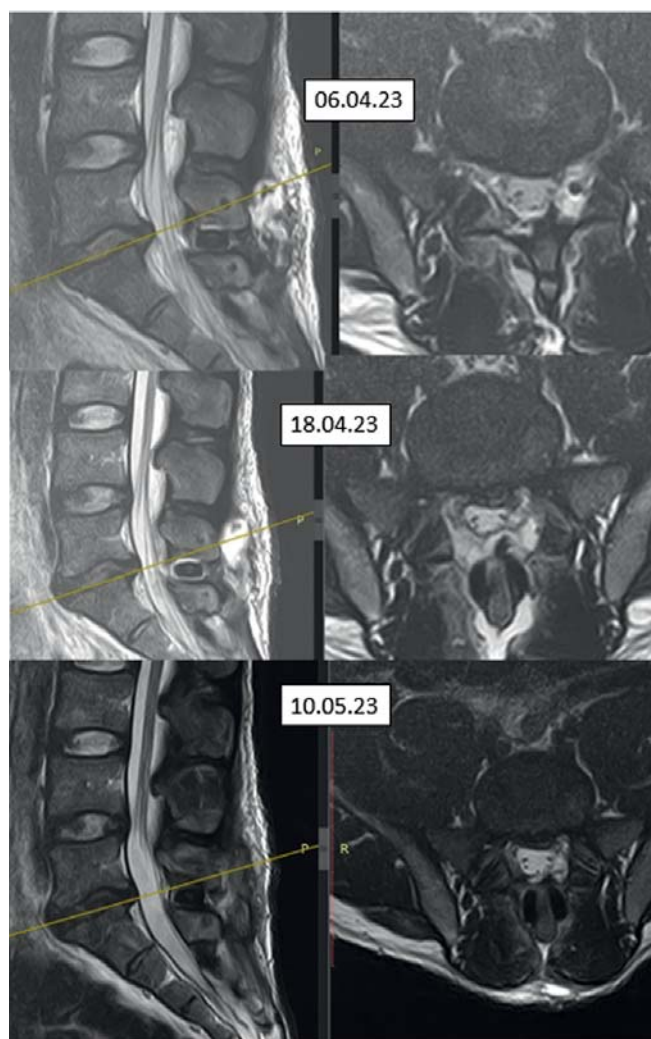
Сагиттальный и аксиальный срезы МРТ на уровне L5–S1 отмечается редукция отека, правильное расположение импланта без смещения.
